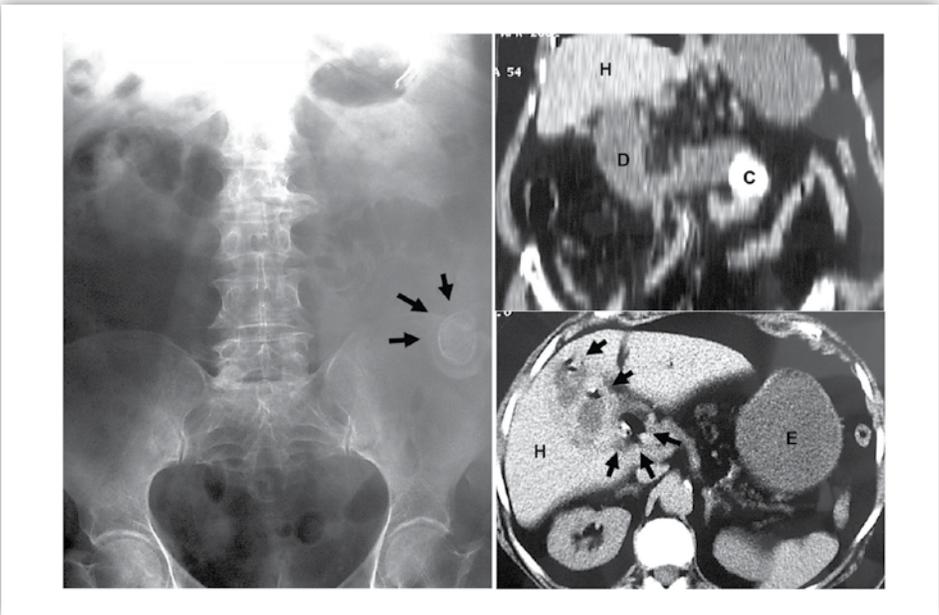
Íleo biliar. Radiografía simple de abdomen con una imagen calcica de unos 3 cm en cuadrante inferior izquierdo y discreta distensión de asas de intestino delgado. Corte sagital de la TC en el que se visualiza el cálculo impactado a nivel de un asa de intestino delgado. Corte transversal de la TC en el que se observa la presencia de aire en el interior de la vesícula, así como aerobilia (flechas), consecuencia de la fístula colecistoduodenal formada.
